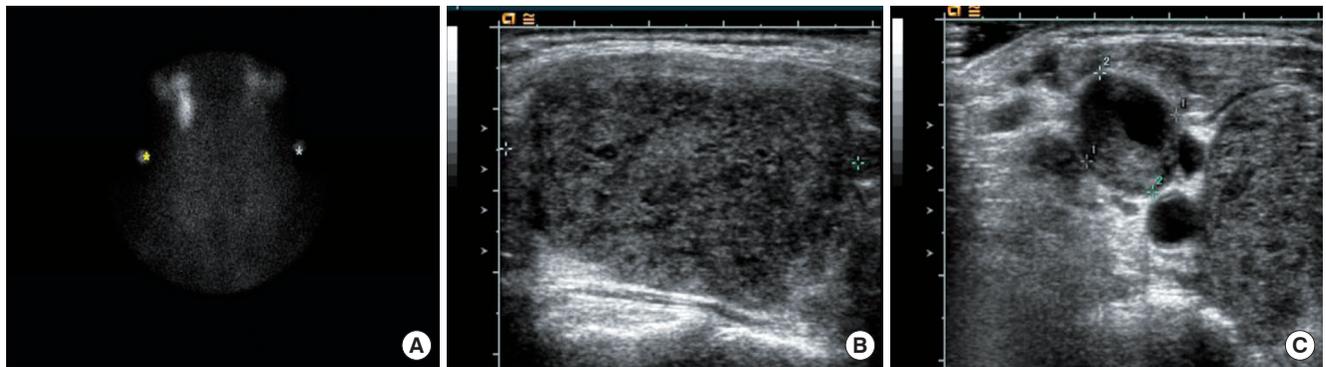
Thyroid scan and ultrasonography findings. A. 99mTc thyroid scan showed markedly decreased uptake in thyroid area. There was a focal hot uptake lesion below right submandibular gland, too. B. Ultrasonography showed marked and diffuse enlargement with heterogeneous echo texture of both thyroid glands. Mass like lesions (Rt. 3.66 \times 2.90 \times 4.72 cm, Lt. 1.89 \times 2.36 \times 4.34 cm) occupied almost all thyroid parenchyma. C. Multiple lymph nodes enlargements (largest one 1.32 \times 1.56 cm) were found in neck ultrasonography along the internal jugular chain, containing internal necrotic portion.
